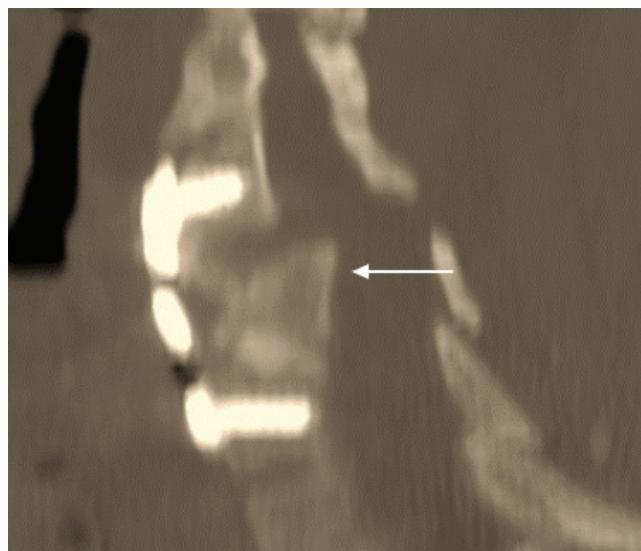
КТ шейного отдела позвоночника, сагиттальная реформация. Состояние после корпорэктомии С6, спондилодеза аутокостью и титановой пластиной С5-С7, 3 сутки после операции. Выявлена миграция ауотрансплантата в просвет позвоночного канала. Межтеловой имплантат был сформирован некорректно (стрелка) и не фиксировался к пластине винтом, поэтому произошло его смещение
